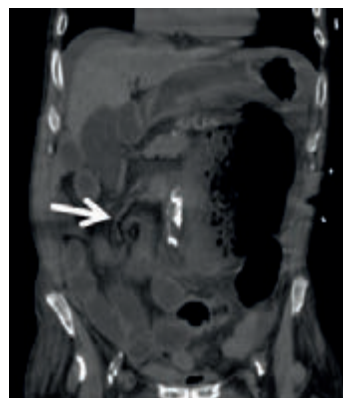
Imagem de reformatação coronal de TC sem contraste. Cego não visualizado na fossa ílica direita, parcialmente intersectado nos quadrantes esquerdos. Sinal do redemoinho (seta).
